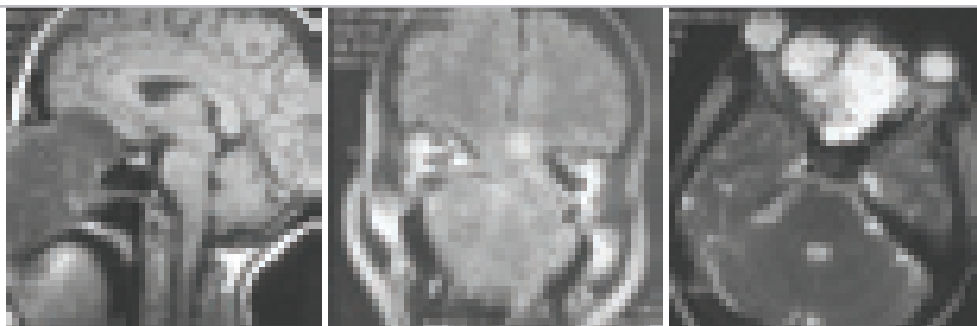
МРТ-изображения больной 55 лет с хондросаркомой. Сагиттальное и фронтальное изображение в T1-режиме, аксиальное изображение – T2-режим.
